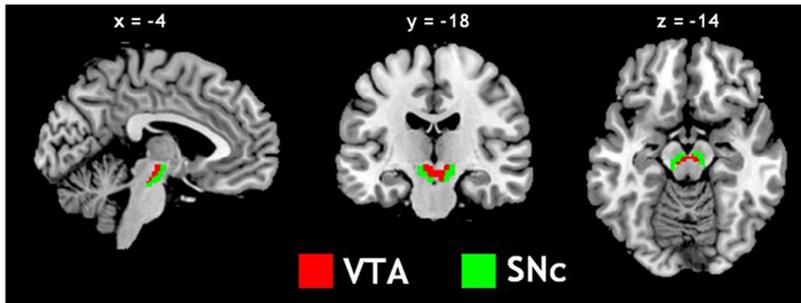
MRT-Aufnahmen des ventralen tegmental Areals (VTA) und die Substantia nigra pars compacta (SNc) [Abbildung entnommen aus 72].
